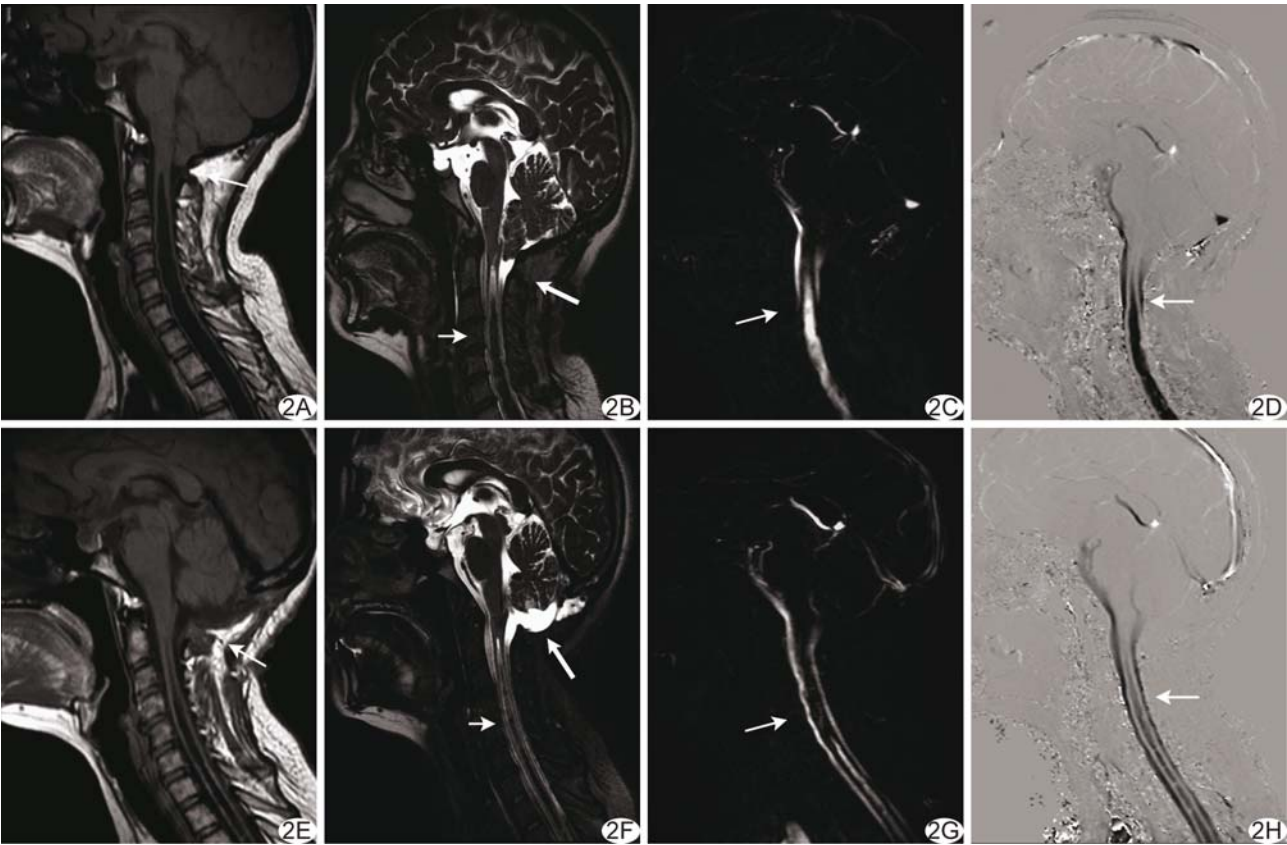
患者女,42 岁,手术前后跟踪随访 MRI 影像表现 A、B. 术前患者枕大池消失(细箭),小脑扁桃体下疝堵塞脑脊液(粗箭),形成脊髓空洞(短箭); C、D. 术前 PC-MRI 示仅脊髓前方见少许脑脊液信号(箭); E、F. 术后 6 个月随访,可见枕大池成形(细箭),脑干受压解除(粗箭),脊髓空洞(短箭)较术前明显缩小; G、H. 术后 PC-MRI 示脊髓前后方脑脊液流动信号明显增加(箭)
